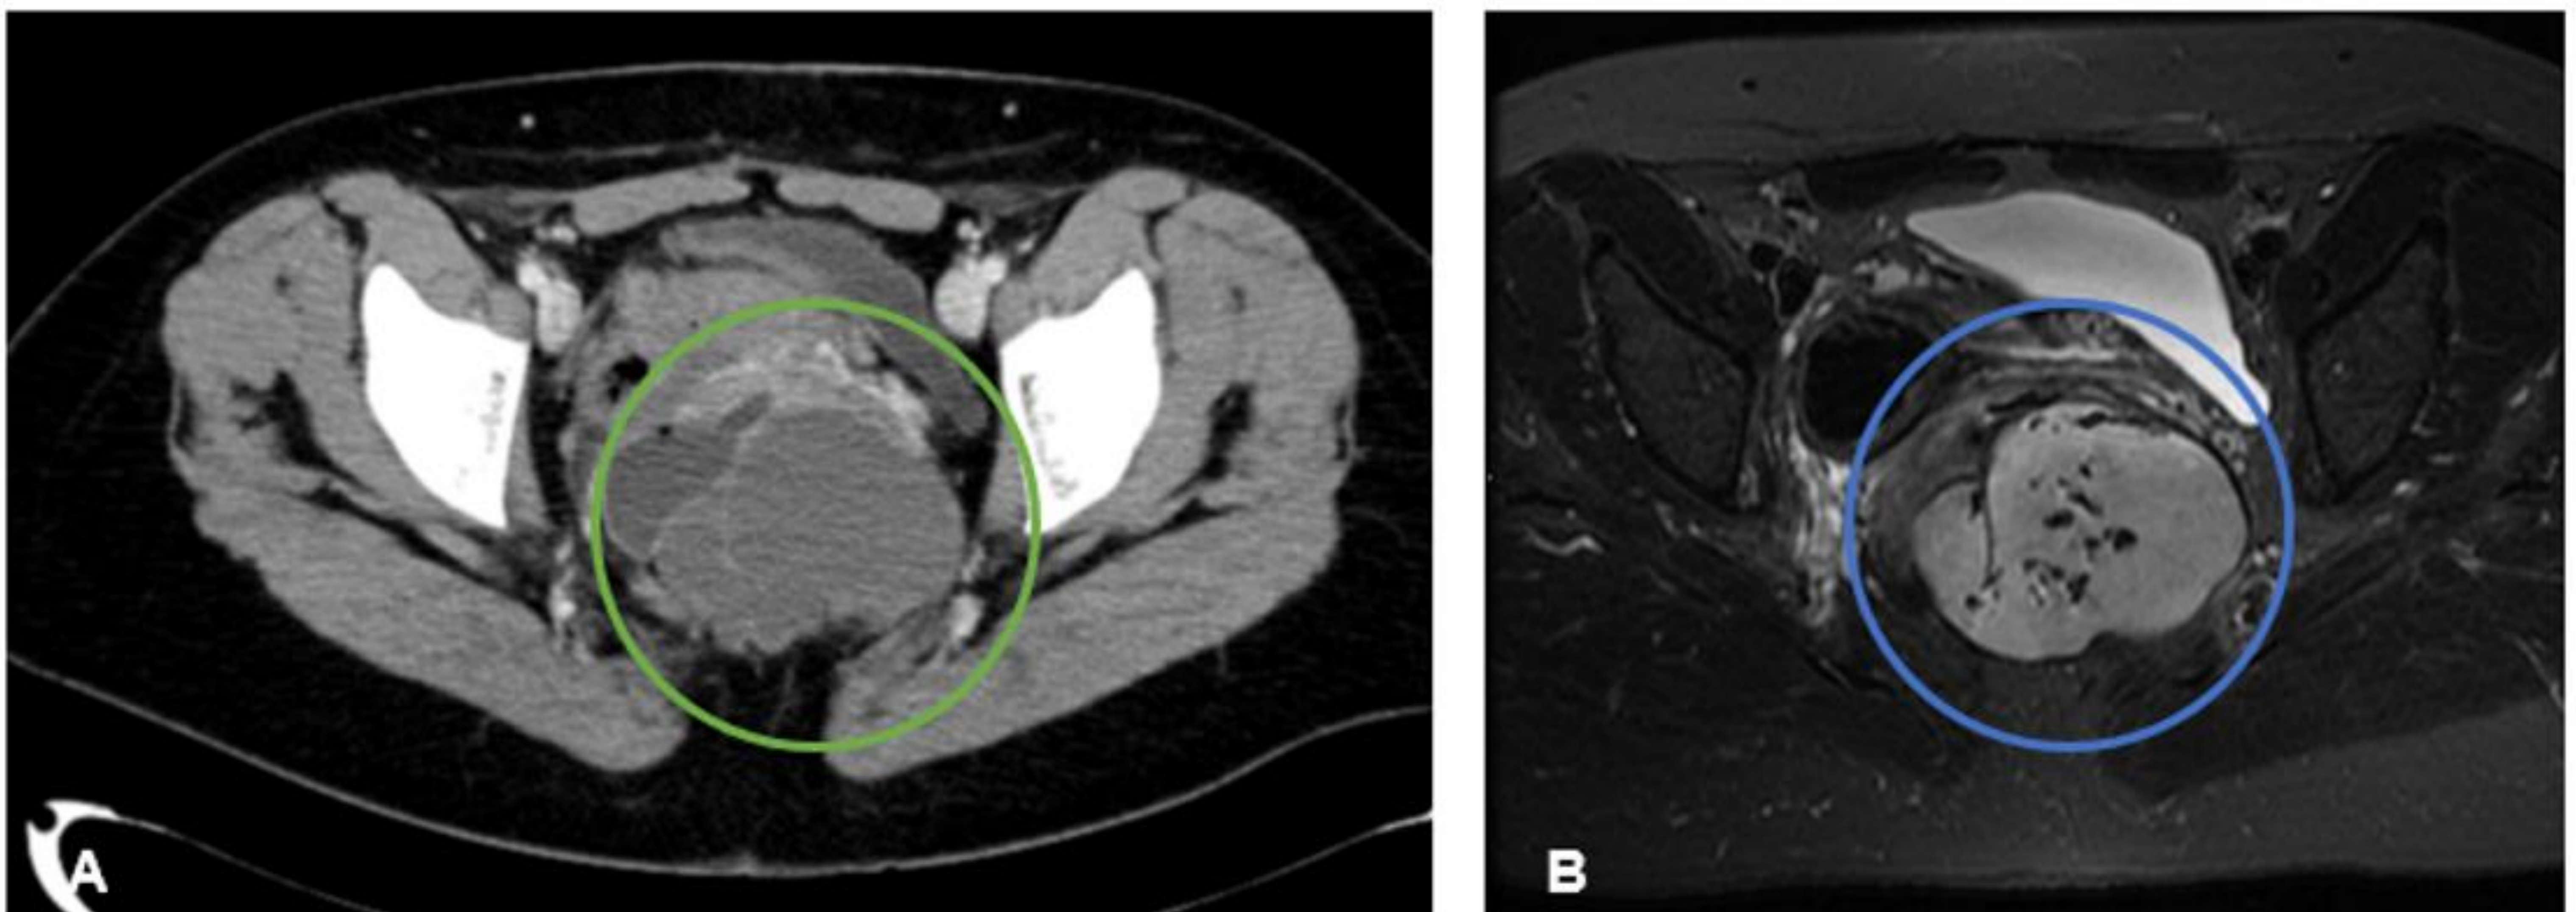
Hamartoma quístico retrorrectal. A) Lesión de predominio quístico en región presacra (círculo verde), con septos en su interior. B) RM potenciada en T2 que muestra una masa de predominio hiperintenso (círculo azul), con vacíos de señal en su interior
